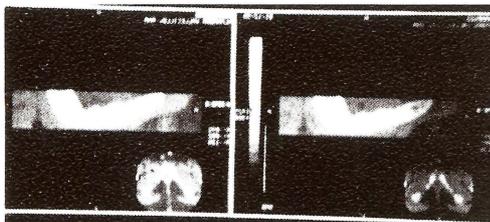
Tomografía que confirma la existencia de una lesión a nivel de la rama isquiopubiana izda.
